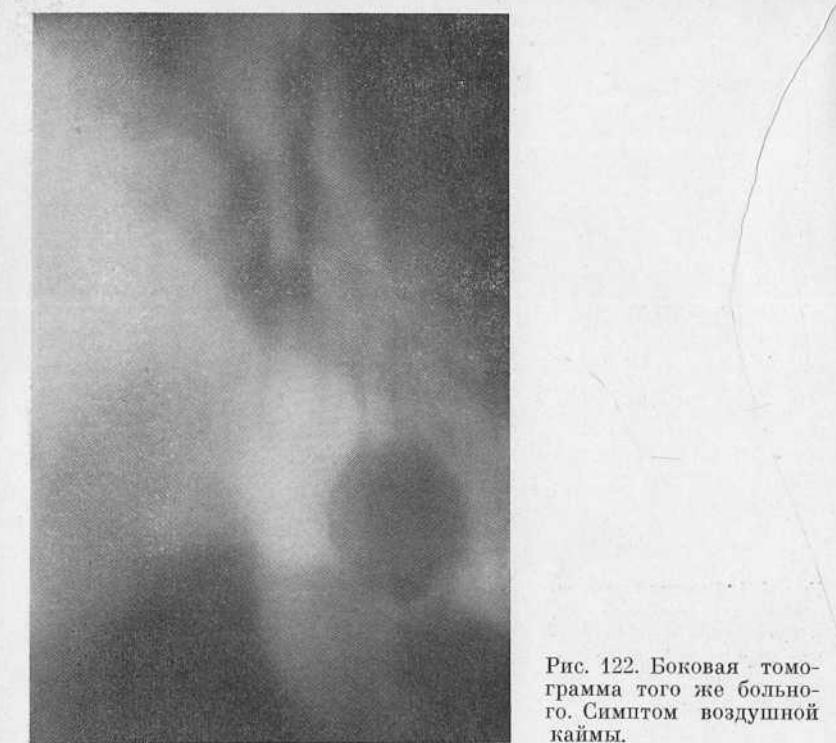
Боковая томограмма того же больного. Симптом воздушной каймы.
